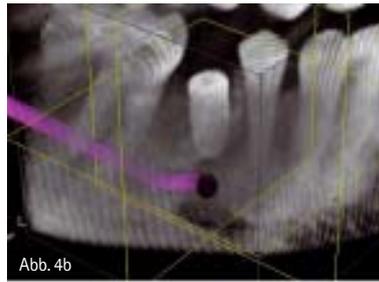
Implantatkontrolle. Die neueren Volumentomografen vermeiden weitgehend die Streustrahlung.
